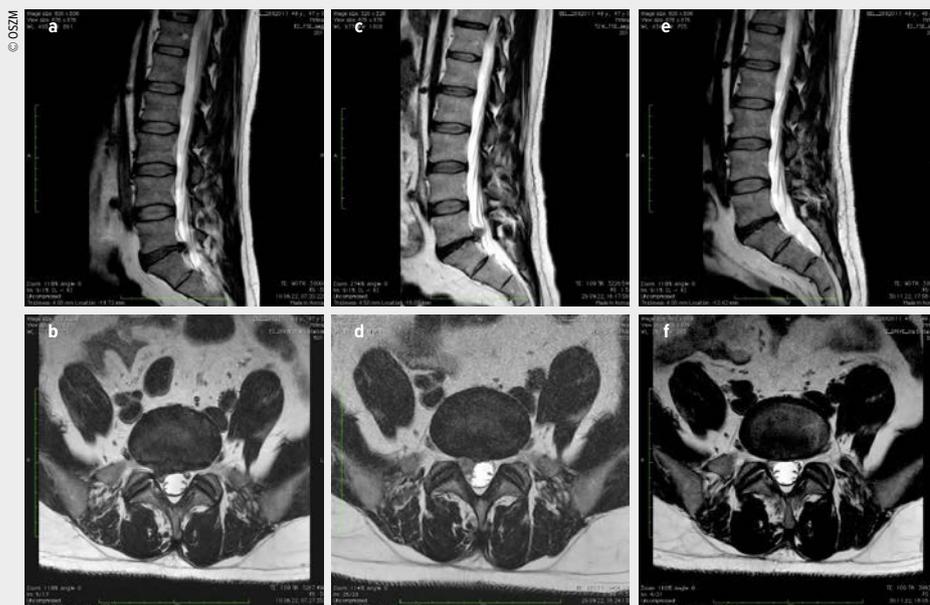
Fall 2: MRT vor Intervention (a, b), MRT 3 Monate nach ACP-Therapie (c, d), Kontrolle nach 6 Monaten (e, f)
